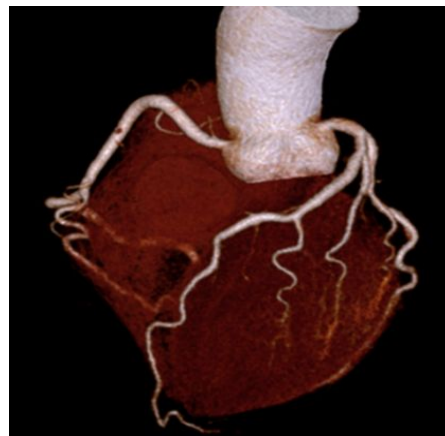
Protocol B で撮影された心臓 CT
